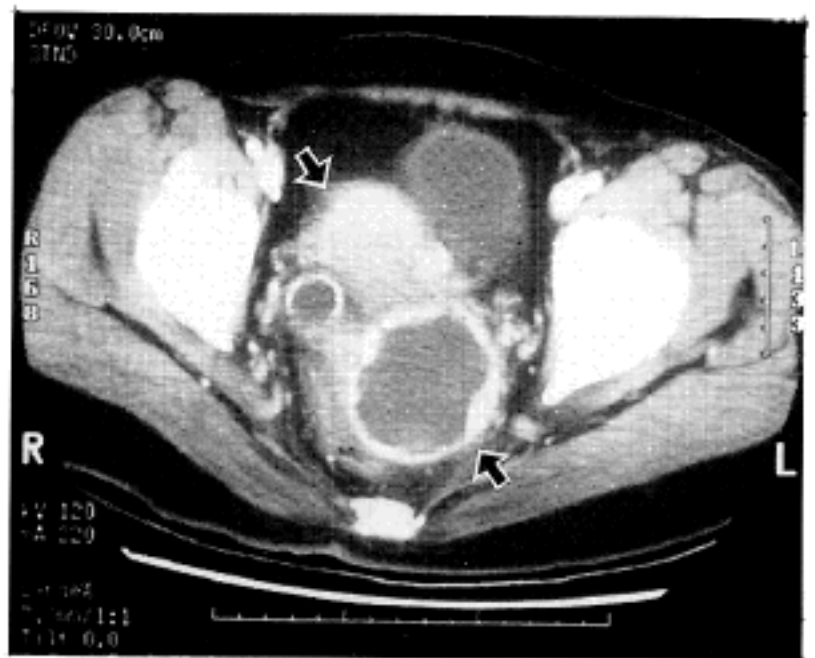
Pelvic CT scan shows 6 cm sized round calcified mass with cystic degeneration located between uterus and rectum(arrow).
